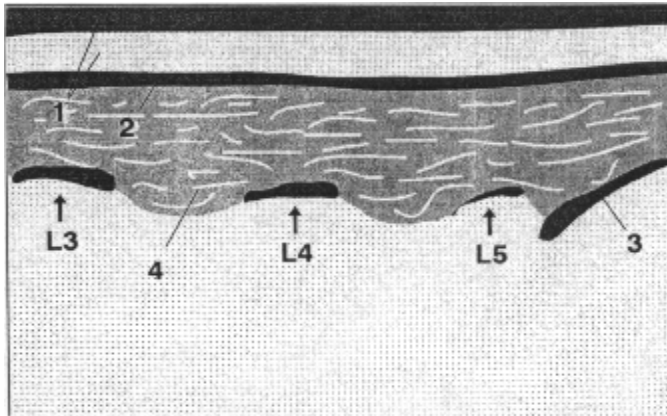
Sonographiebefund: Paramedianer Längsschnitt mit Kortikalisreflexen der Wirbelbögen
